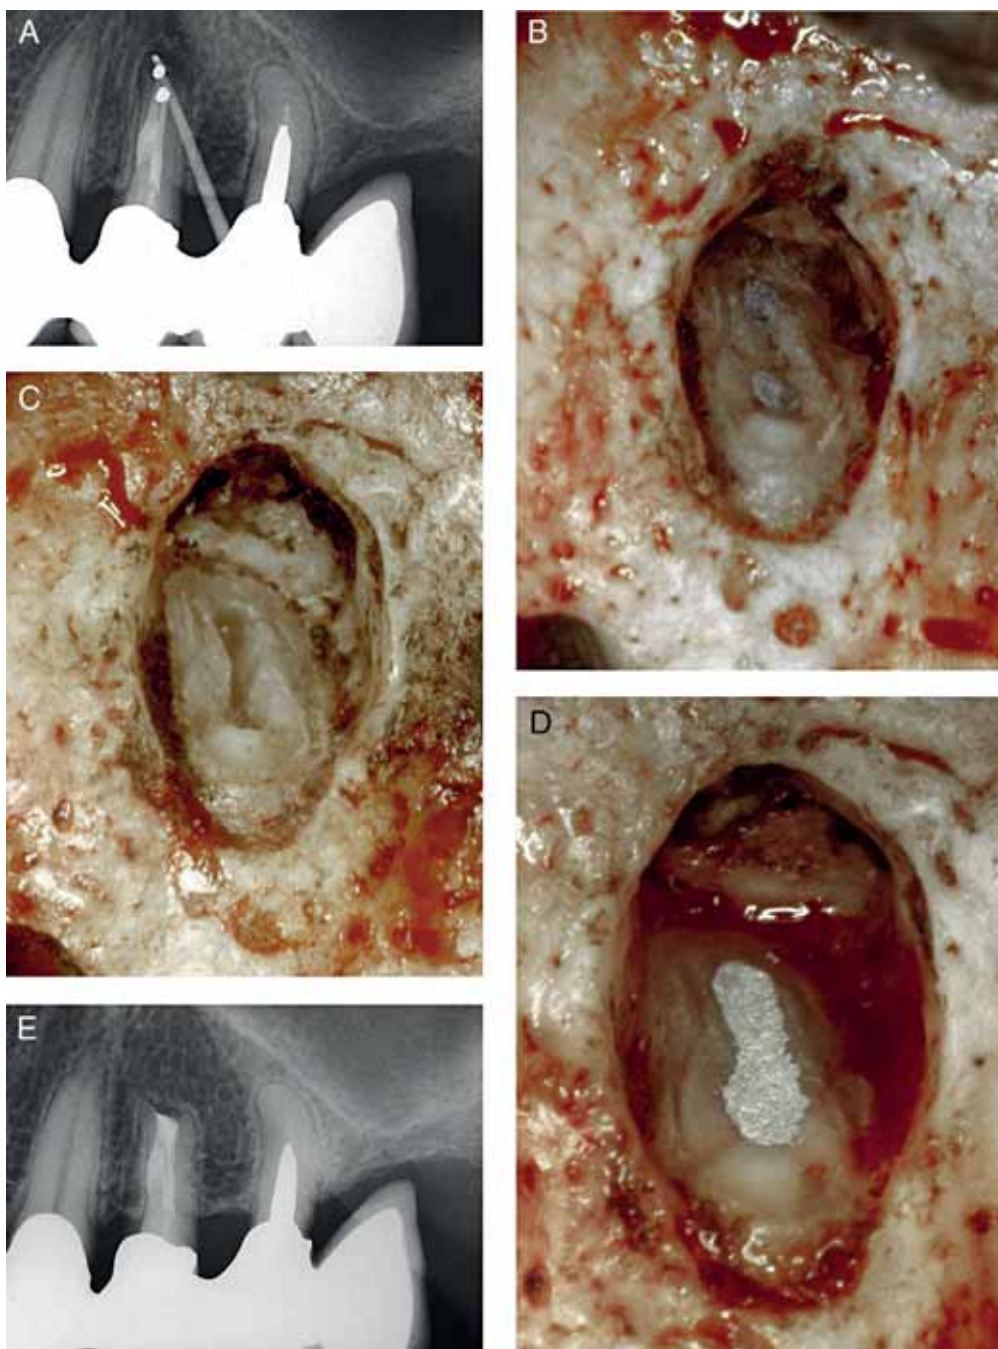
Il dente è stato trattato con apicectomia e otturazione retrograda alcuni anni prima. Le cavità retrograde erano state eseguite con la fresa senza interessare l'istmo. È presente una fistola. A. Radiografia pre-operatoria con un cono di guttaperca nel tragitto fistoloso. B. Si vedono le due otturazioni separate in amalgama. C. Le amalgame sono state rimosse e le cavità retrograde sono state unite con la preparazione dell'istmo. D. L'otturazione della cavità retrograda comprende i due canali e l'istmo. E. Radiografia di controllo dopo due anni. È evidente la completa guarigione.
